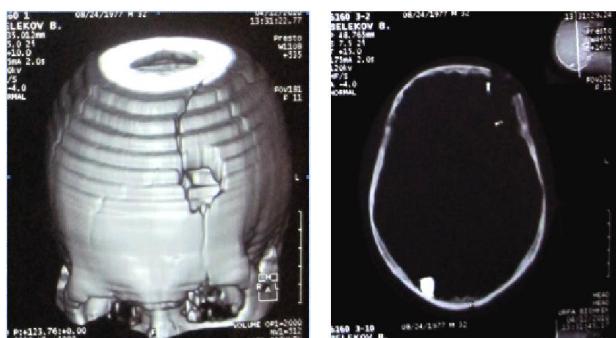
Томограмма со слепым ранением черепа. Пуля находится на противоположной стороне от места ранения.
